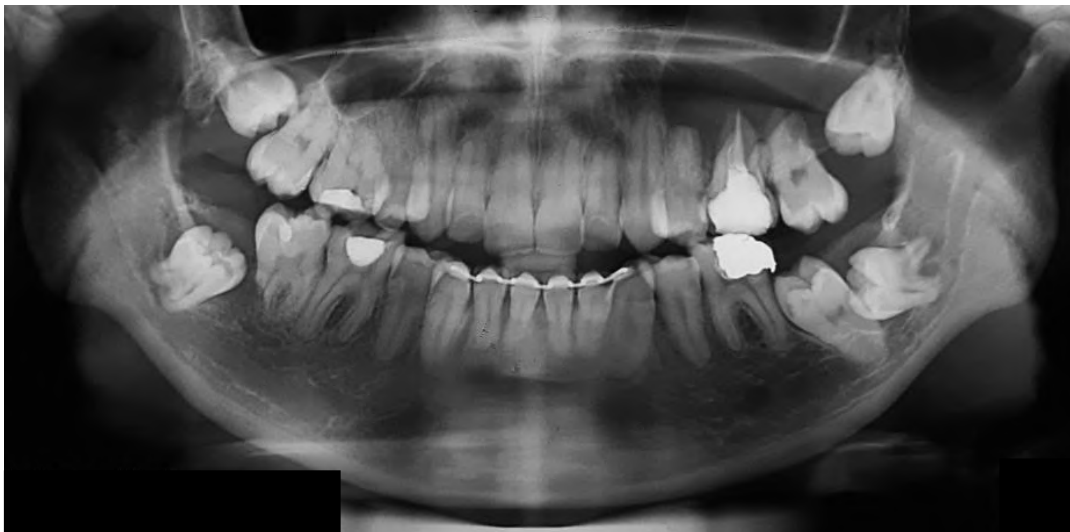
Radiografia panorâmica inicial (13 anos).
